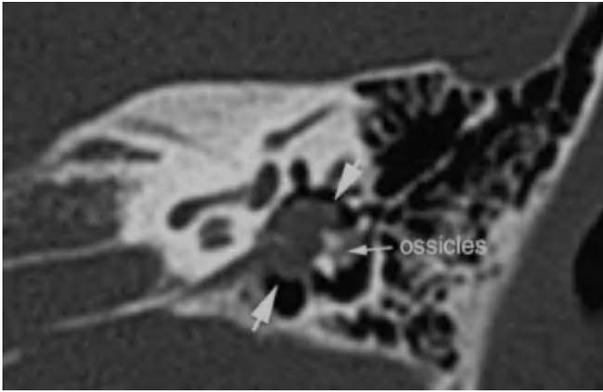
Tomografía computarizada de un colesteatoma congénito de tamaño moderado (las flechas grandes rodean la lesión) más profundo que los huesecillos en el ático (marcados).
